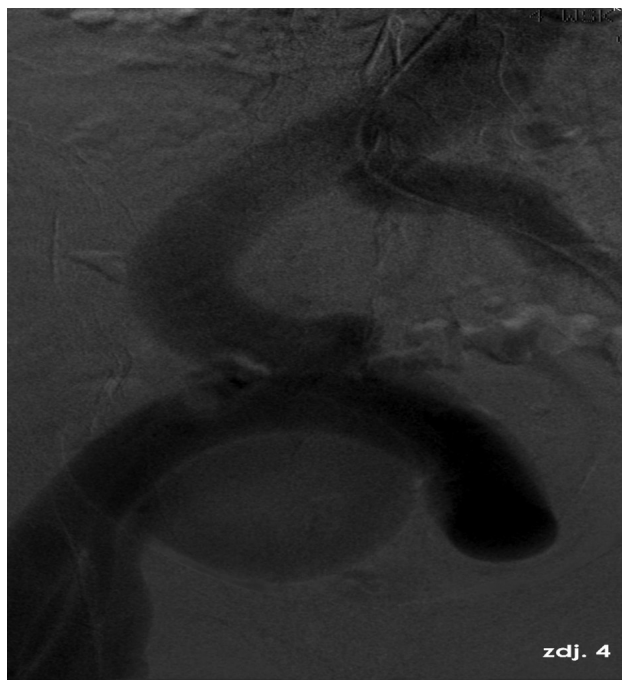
Angio CT image of arteriovenous fistula and right lower limb vasodilatation (photo from the collection of the Clinical Department of Vascular Surgery 4WSKzP in Wrocław)
